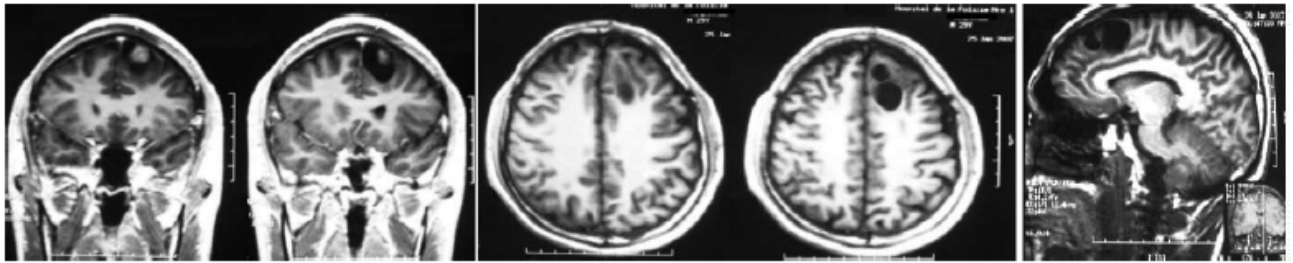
Resonancia magnética nuclear: Corteza de la circunvolución frontal superior izquierda, evidencia de lesión quística, lobulada con presencia de edema en forma mínima, el sistema ventricular es de morfología y señal normales.
